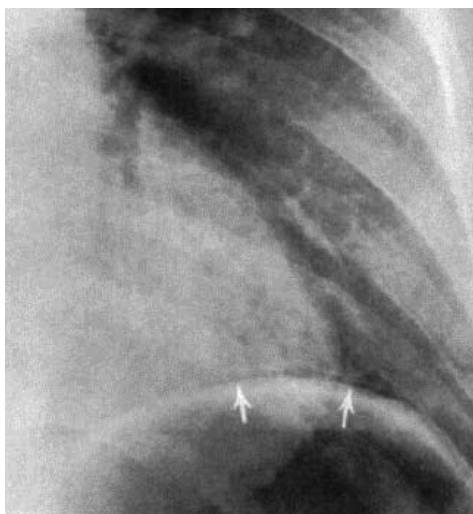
箭頭顯示Extrapleural air sign (Adapted with permission from the Am J Roentgenol.)
